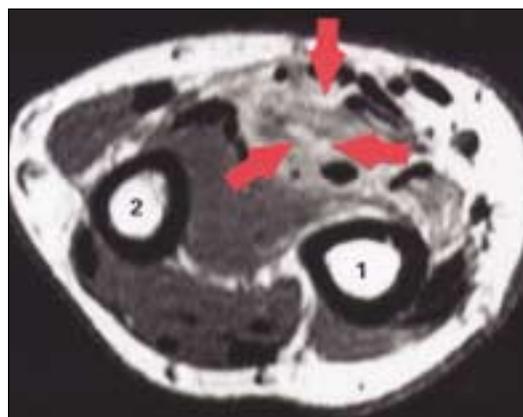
Kernspintomografische Aufnahme¹ des rechten Handgelenkes (rote Pfeile: Holzfremdkörper, 1 = Radius, 2 = Ulna)
